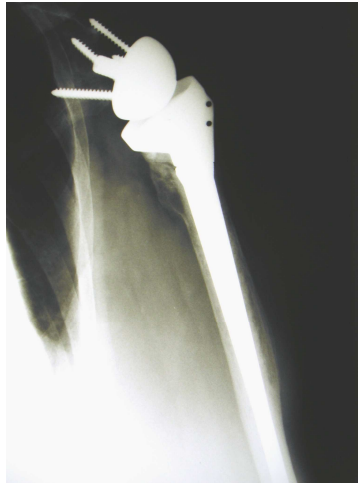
Röntgenkontrolle 21 Monate postoperativ
